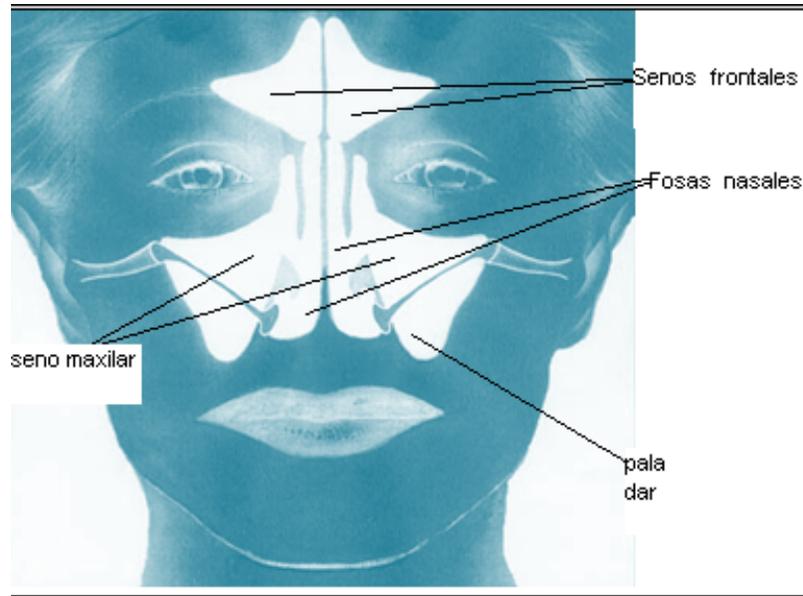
Cavidades de resonancia de cara.³⁹
